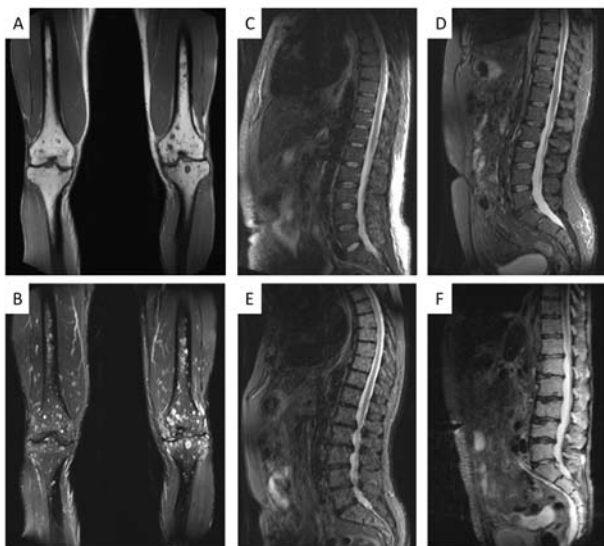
Demonstration of MR imaging typical focal and diffuse skeletal lesions in multiple myeloma
